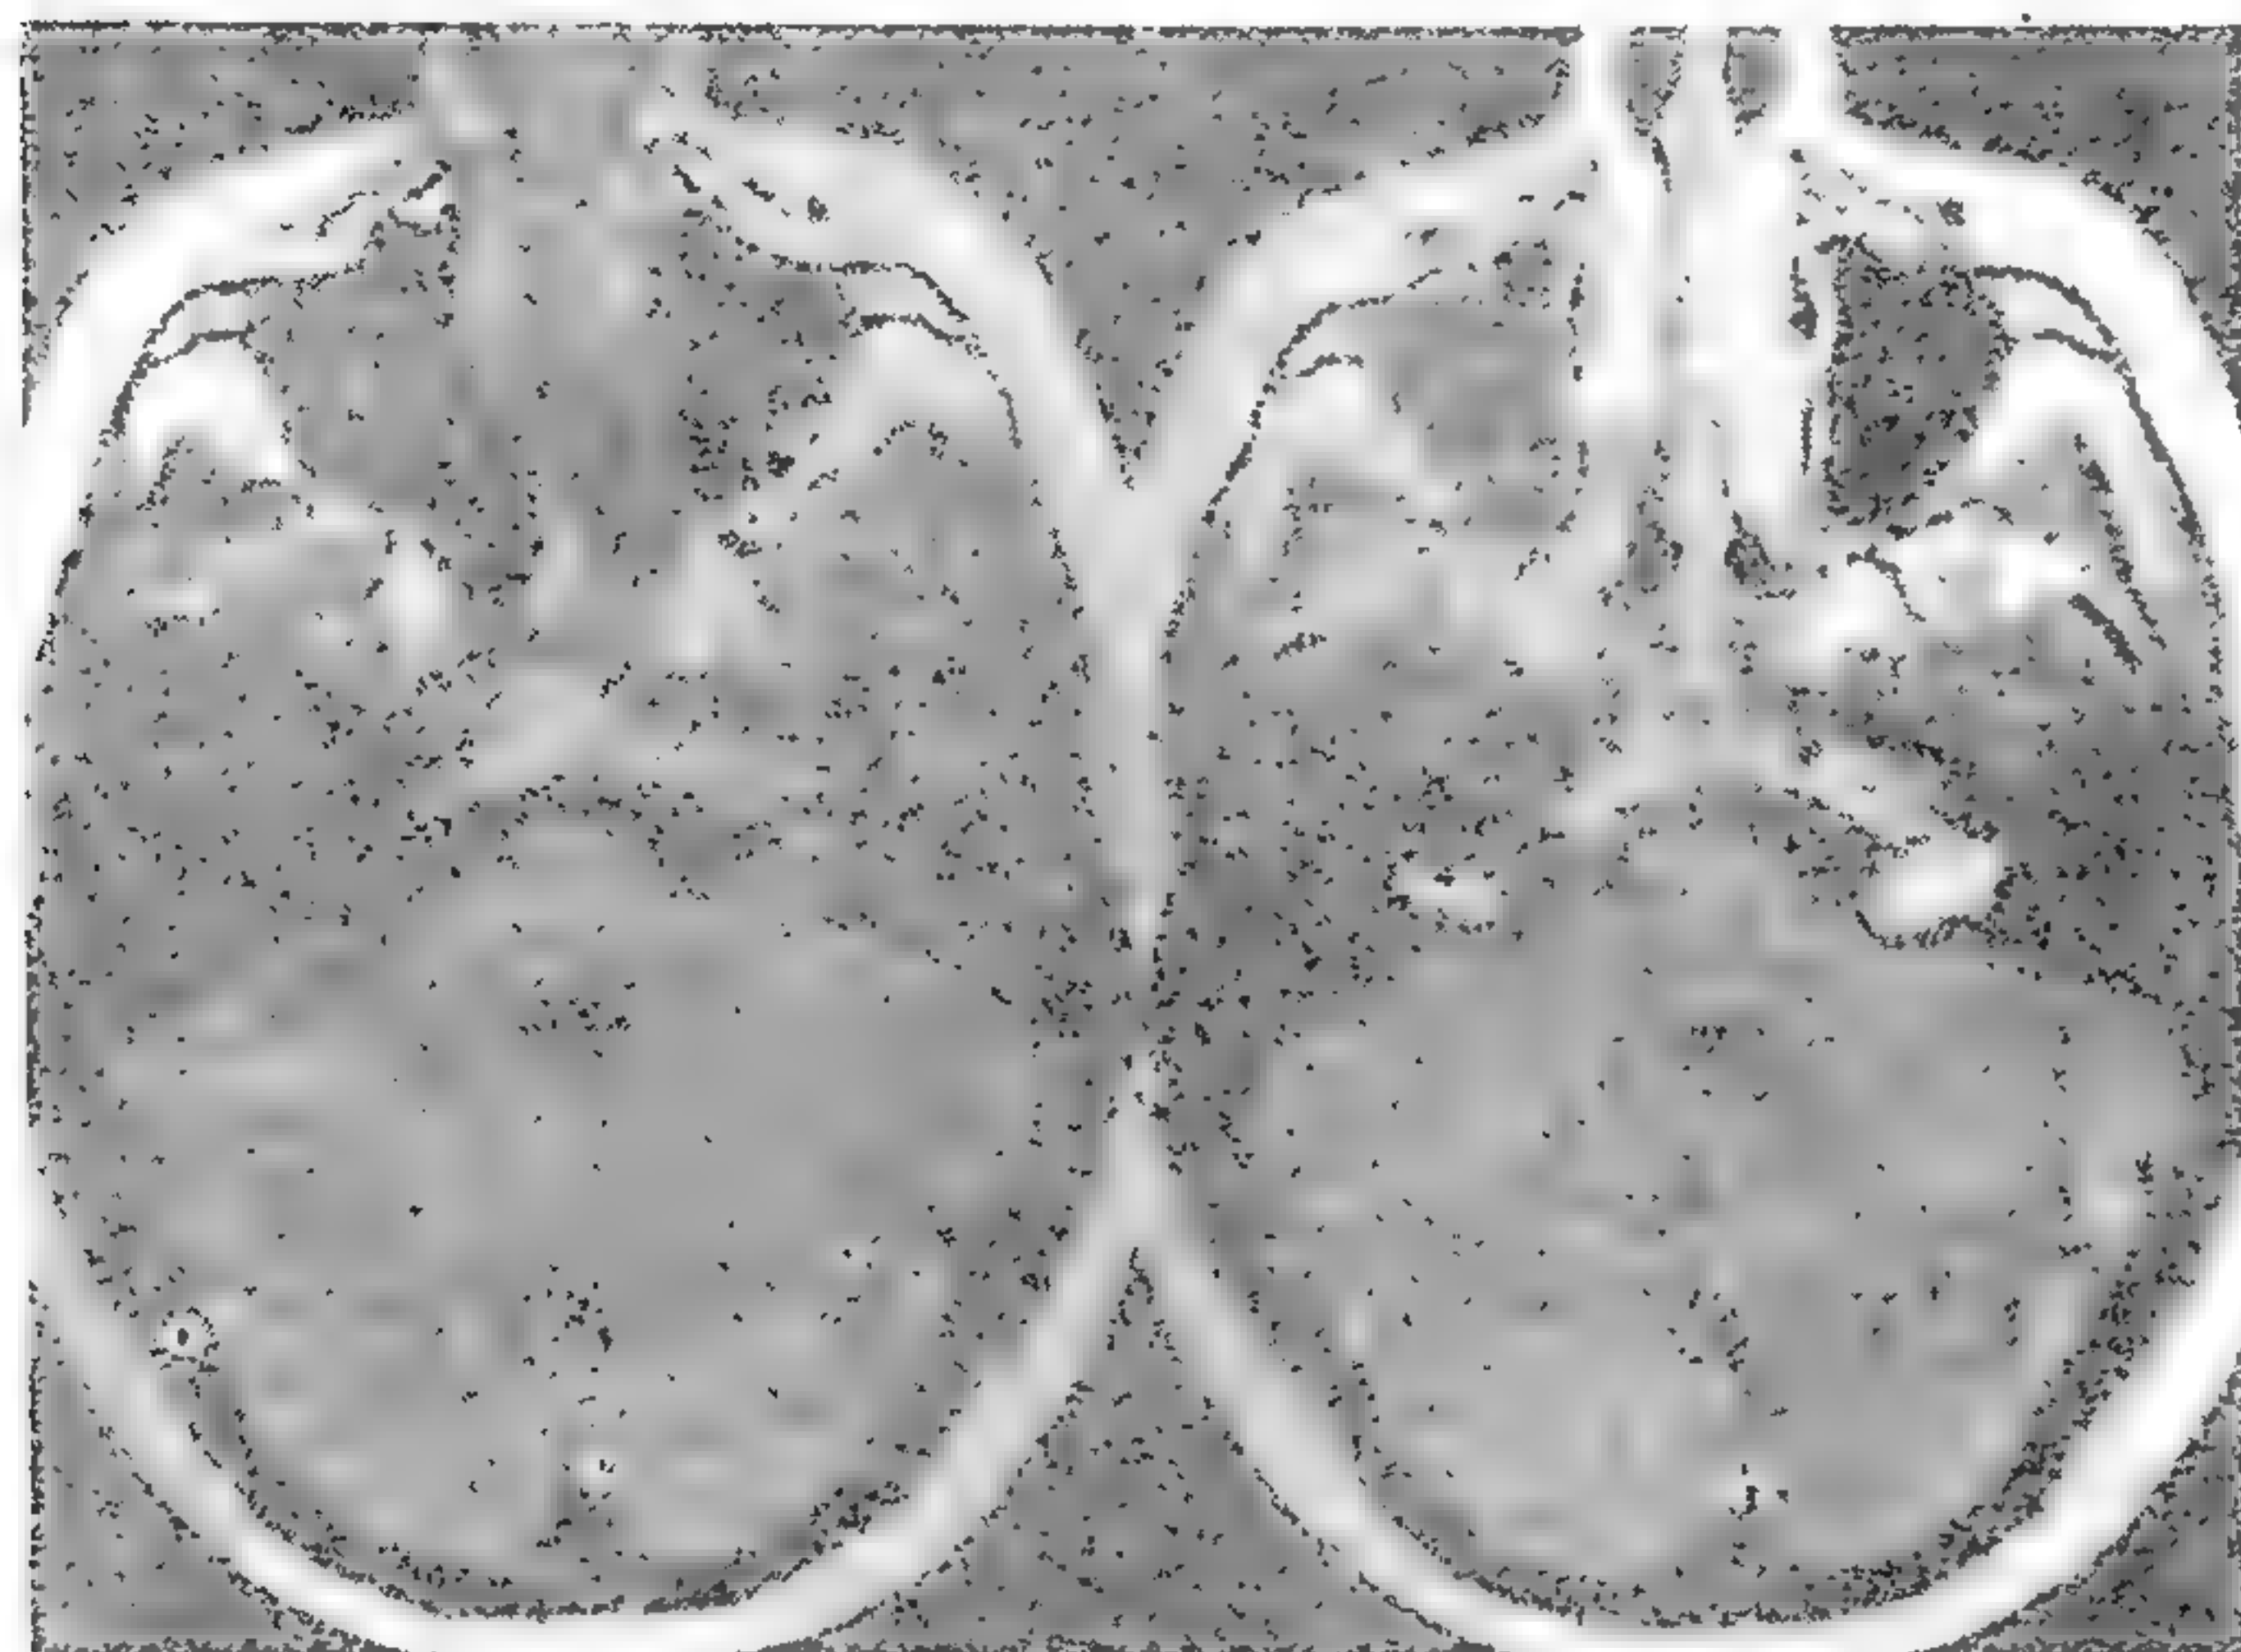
RMN în  $T_1$ : *a* - imagine fără contrast; *b* - cu folosirea substanței de contrast într-un caz de neurinom acustic bilateral. Se notează existența a două tumori de partea dreaptă.
